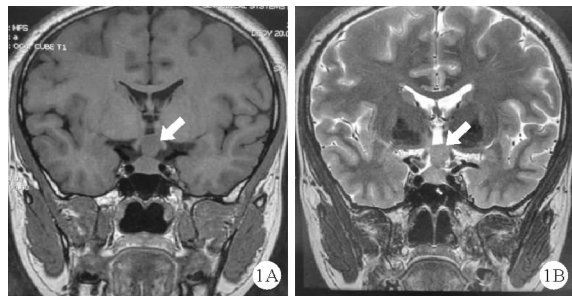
患者MRI平扫检查结果[A:T₁加权像(T₁WI)冠状位提示鞍区类圆形肿块,呈等信号,内可见点状低信号,边界清晰;B:T₂加权像(T₂WI)冠状位提示病灶呈现等信号,内可见点片状高信号;如箭头所示]
